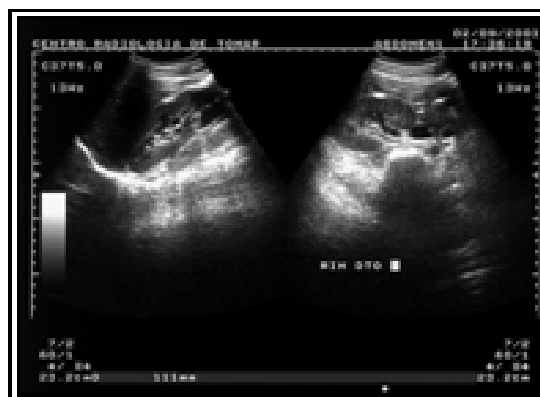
e 3 Ecografia abdomino-pélvica (via supra-púbica): não se visualizam o útero, as regiões anexiais e o rim esquerdo. O rim direito apresenta dimensões normais.
